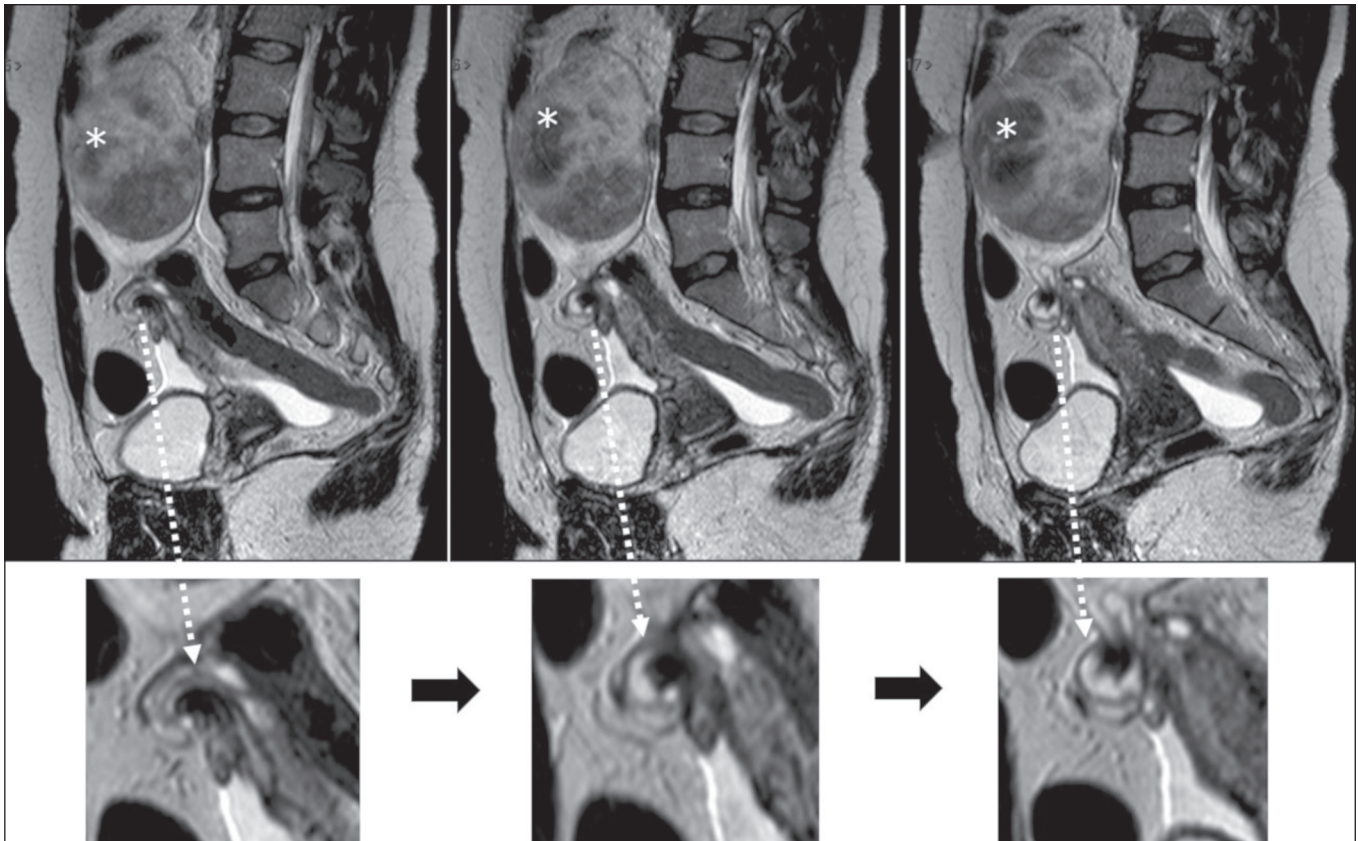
Imagens de RM, em planos sagitais, na ponderação em T2, com ampliações embaixo. Observa-se pedículo ovariano torcido ao redor do seu próprio eixo. Identifica-se ovário esquerdo de volume aumentado, devido à presença de formação expansiva hipointensa e heterogênea, compatível com fibroma (asteriscos).
